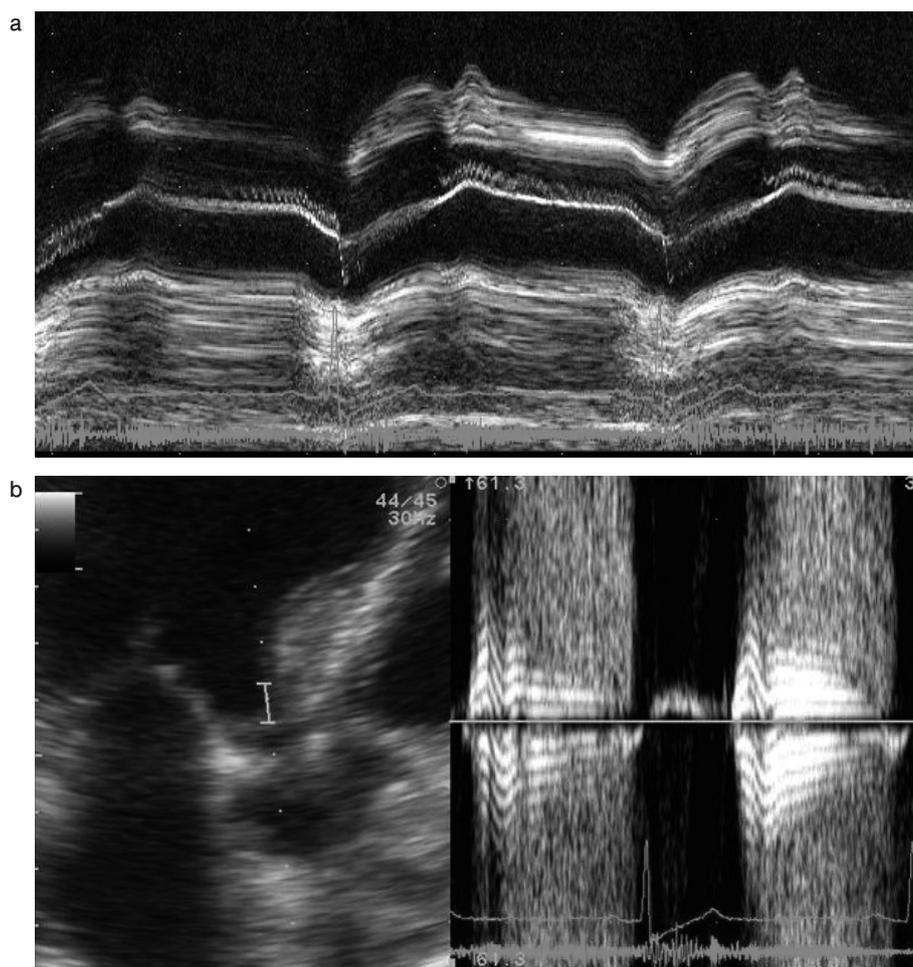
大動脈弁直下で記録したMモード心エコー図とパルス組織ドプラエコー図。
